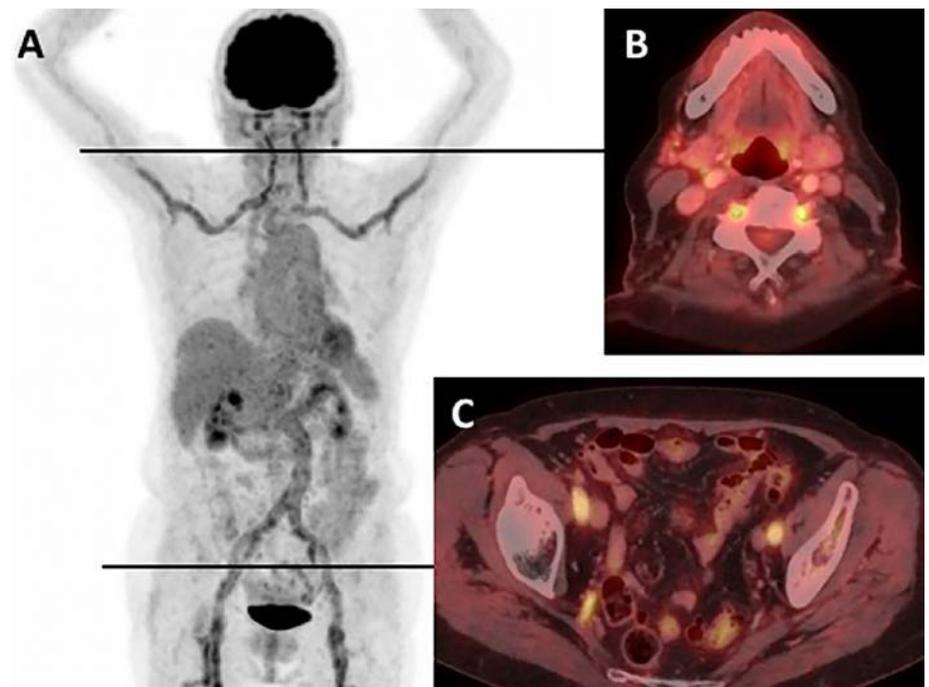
Vermehrte Aufnahme von Fluorodeoxyglucose (FDG) in den großen Arterien eines Patienten mit unbehandelter Riesenzellarteriitis (A). Fusionsbilder aus axialer PET/CT zeigen FDG-Anreicherungen in den Vertebralarterien (B) bzw. in den Arteriae iliacaе internaе und externaе (C) (aus Berger CT et al., Swiss Med Wkly 2018; 148: w14661)⁶
